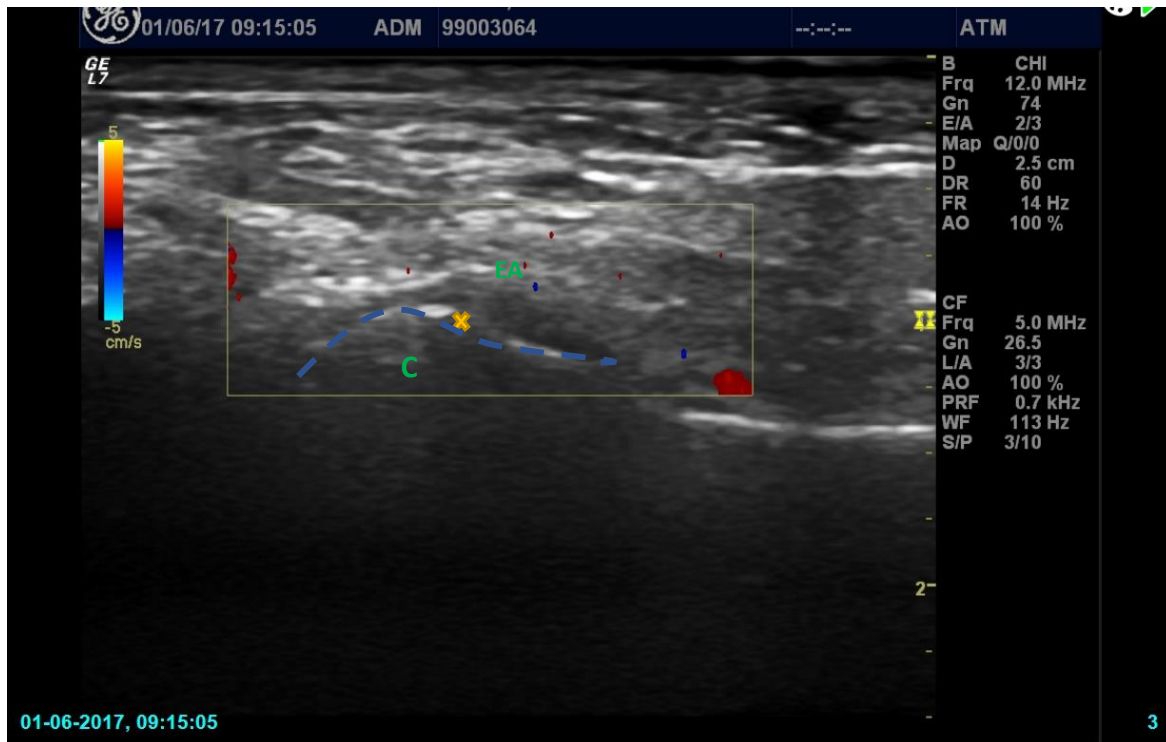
Ultrassonografia com doppler da ATM direita. Vascularização Sinovial normal. Deformidade moderada da superfície do côndilo e alteração moderada da superfície do côndilo (linha azul). Erosão moderada (símbolo amarelo).
